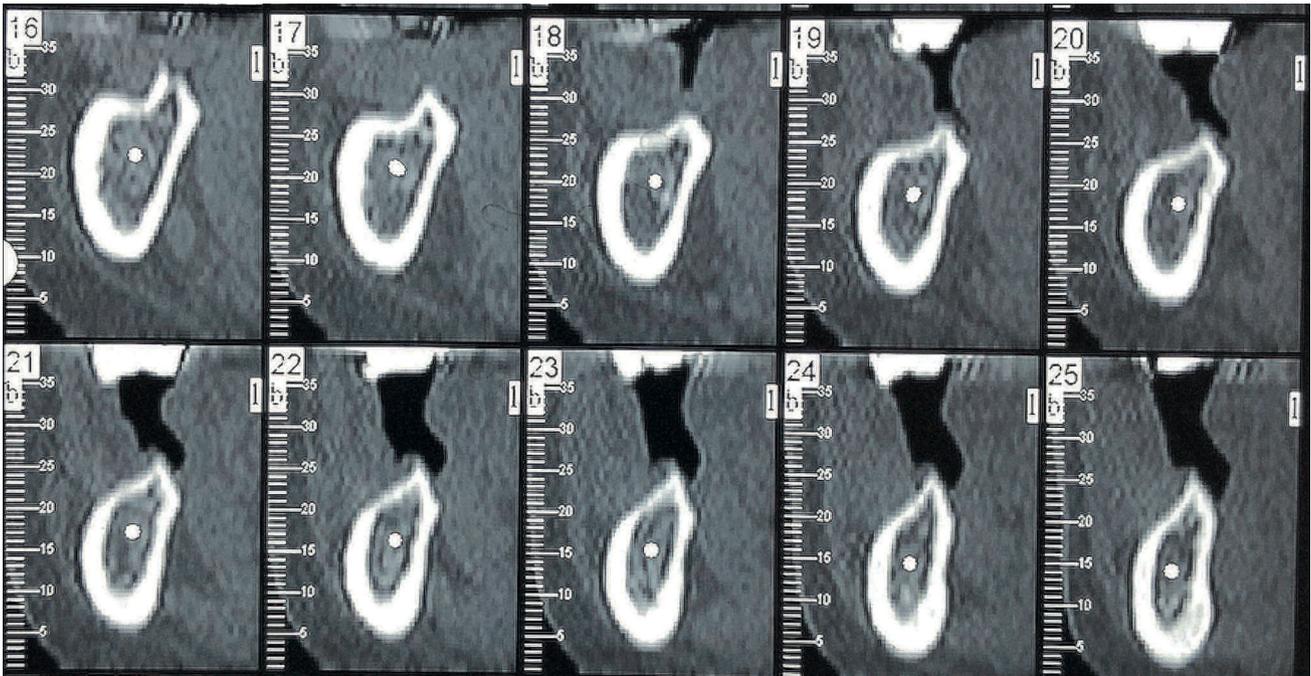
CBCT previo a la cirugía.
